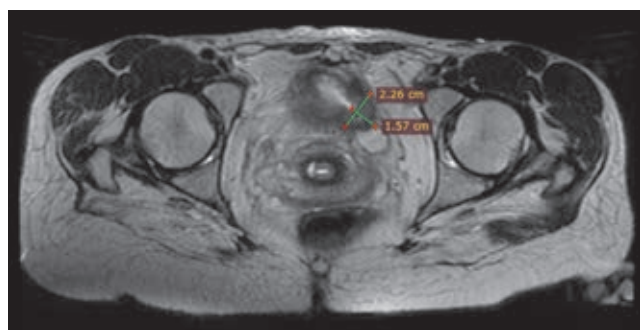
МРТ органов малого таза с признаками рецидива от 06.12.2024
